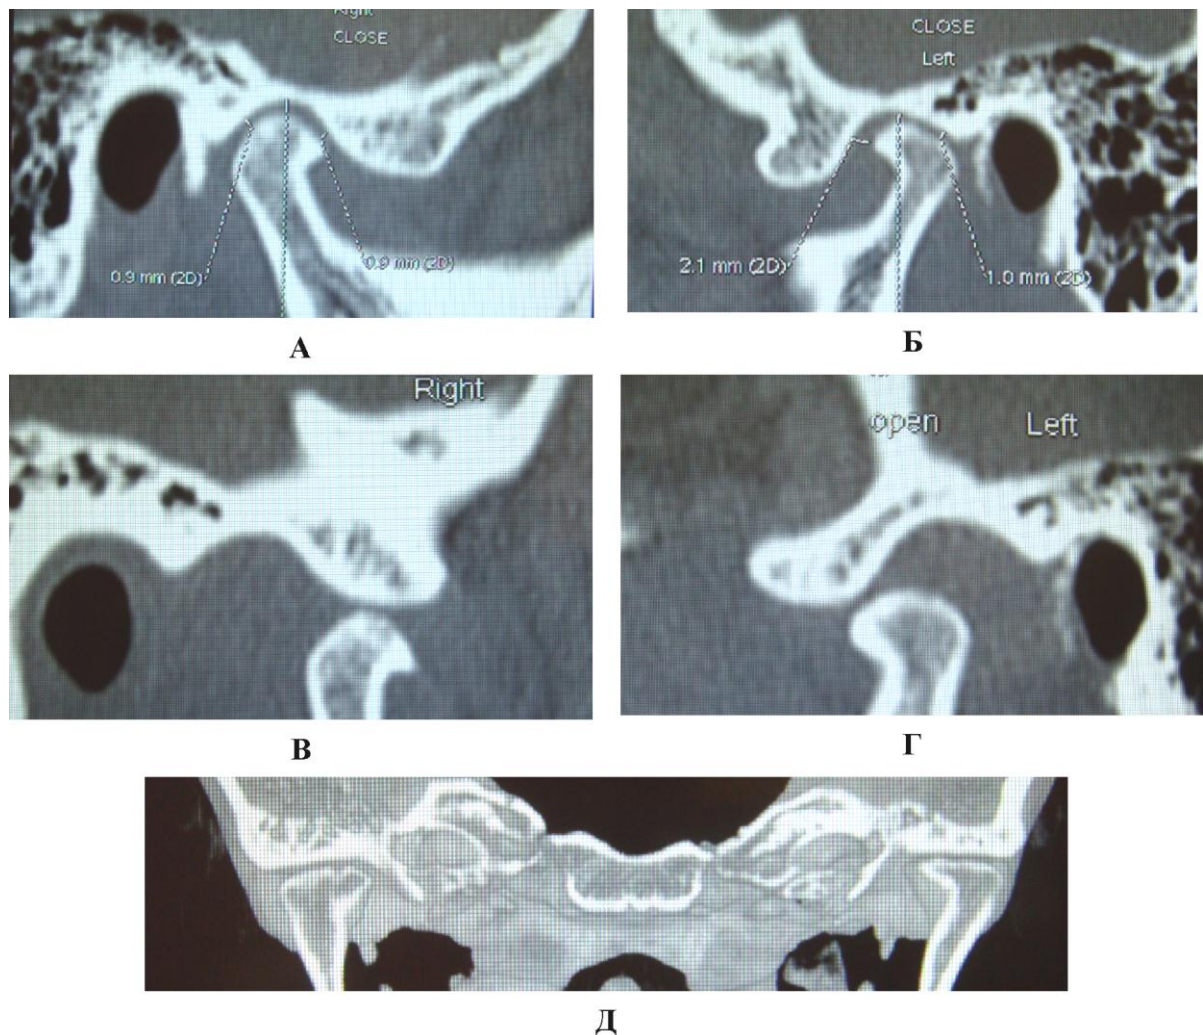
КТ ВНЧС пациентка Л., 36 лет до лечения. Ревматоидный артрит.
